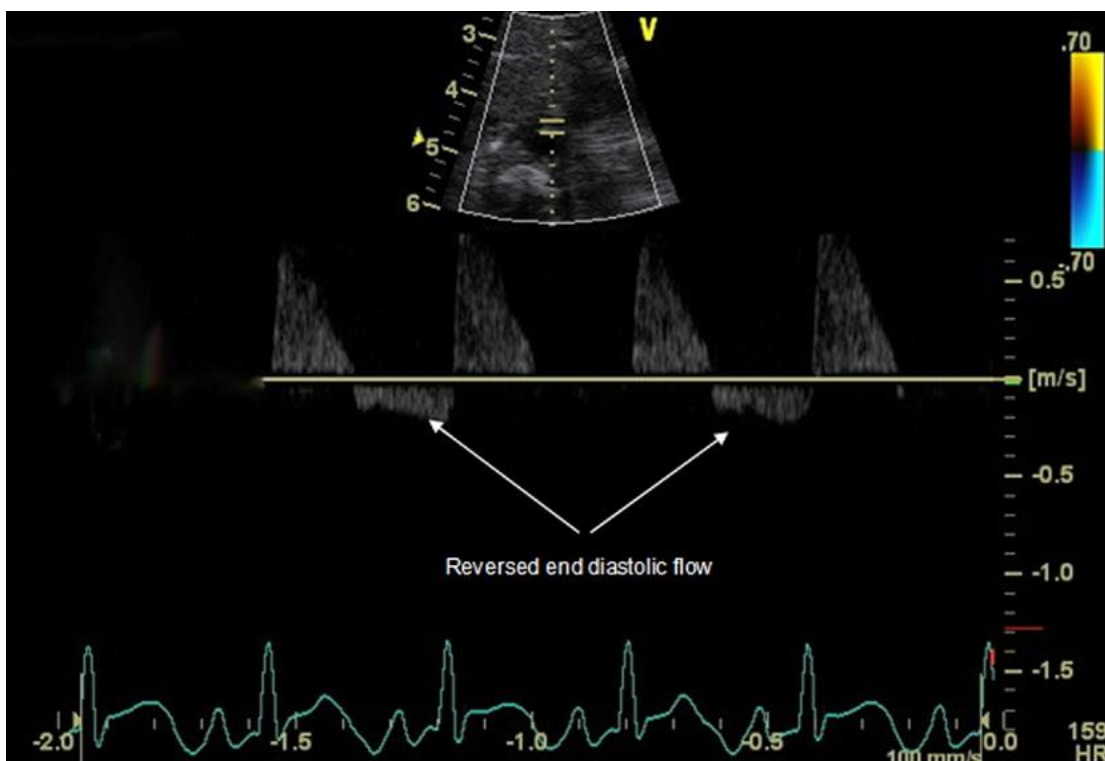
Doppler pulsado que muestra flujo invertido en diástole en la arteria mesentérica superior en ductus arterioso persistente.
